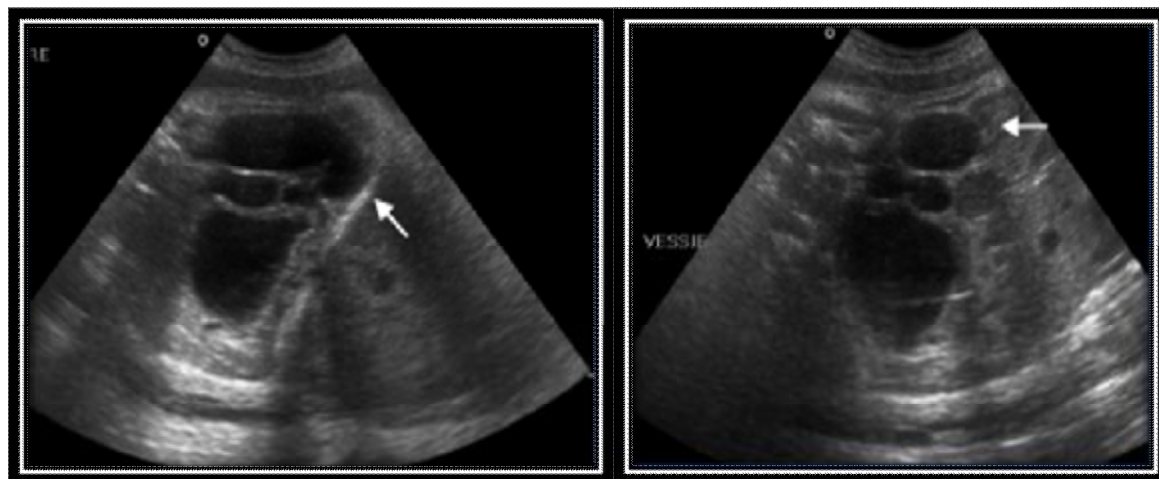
échographie prénatale (22SA):UHN avec uretères tortueux (flèches). [29]
